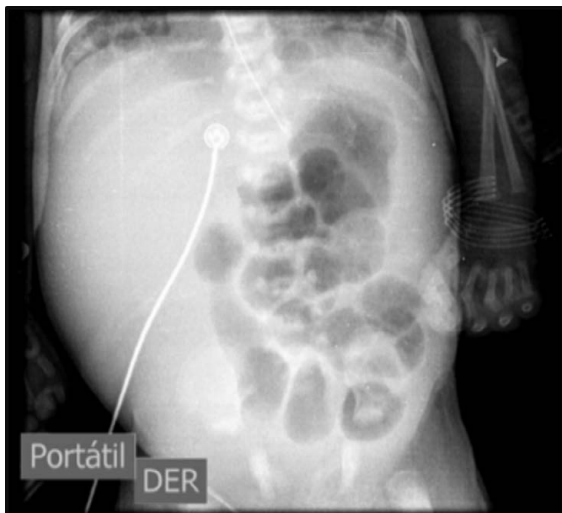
Radiografía de abdomen. Asas intestinales dilatadas, edema interasa, no aire en ampolla rectal.
